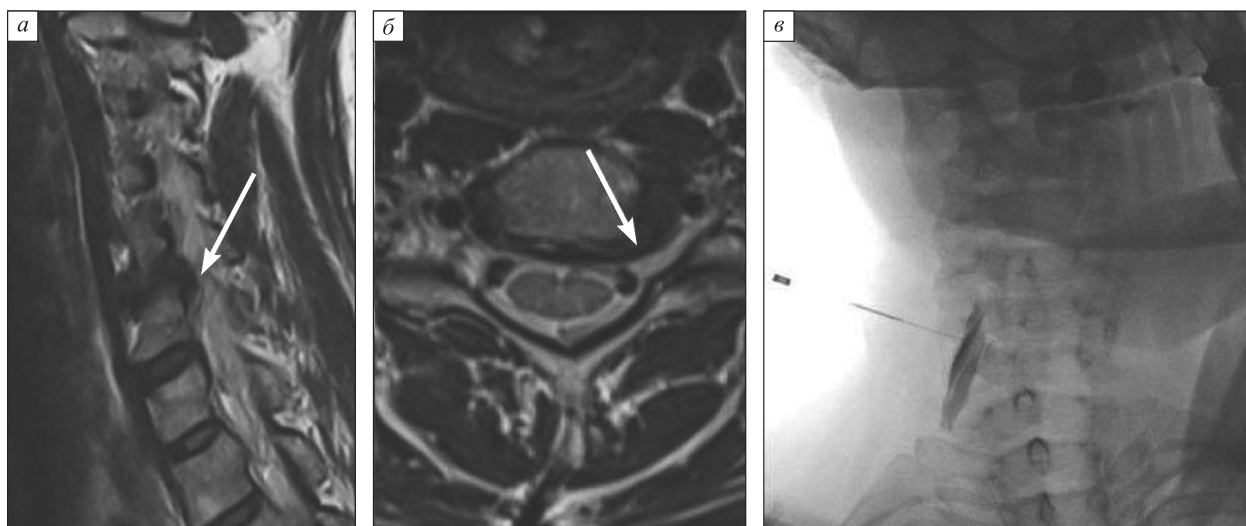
МРТ-исследование шейного отдела позвоночника. В T2-ВИ в сагиттальной плоскости (а) выявляется левосторонняя фораминальная грыжа C5–C6 межпозвонкового диска, частично прикрытая остеофитами, суживающая левое межпозвонковое отверстие (стрелка) с условиями для компрессии C6 корешка слева. T2-ВИ в аксиальной плоскости (б) на уровне C5–C6 межпозвонкового диска демонстрируют сужение левого межпозвонкового отверстия (стрелки). Рентгеноскопический контроль при проведении ТФЭБ (в) подтверждает правильность постановки кончика иглы на уровне левого межпозвонкового отверстия C5–C6 в области левого C6 корешка, который визуализируется при введении контрастного вещества
